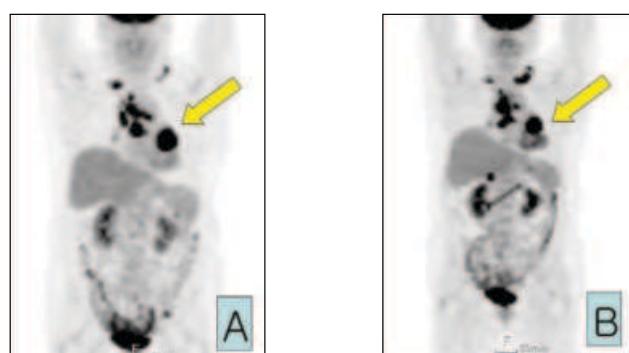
A. 2007-06-29 PET-CT Hypermetabolic LLL lesion with both mediastinal and both supraclavicular LAP(T2N3).
